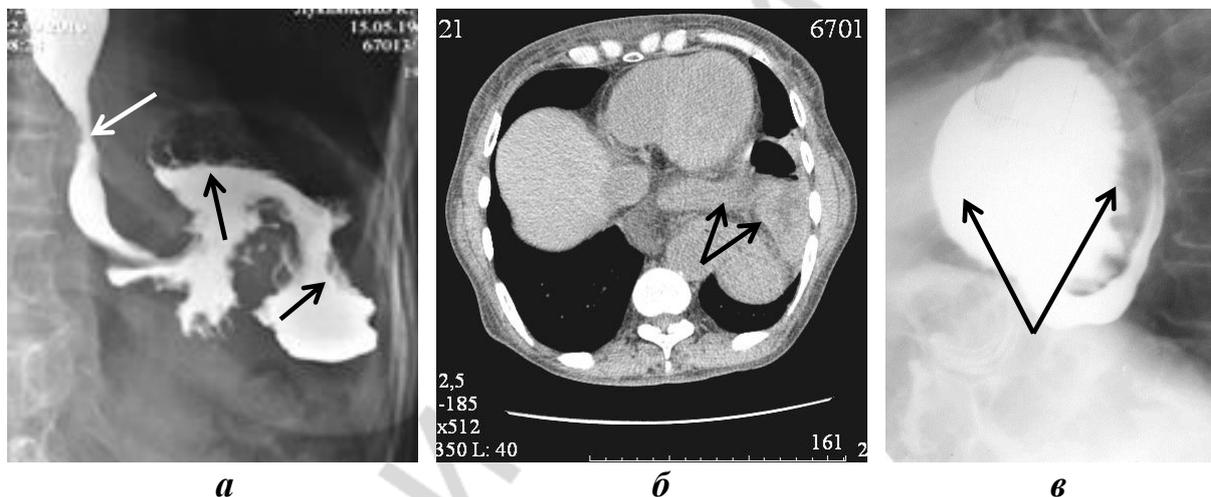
Рентгенологическая диагностика грыж пищеводного отверстия диафрагмы III типа:
